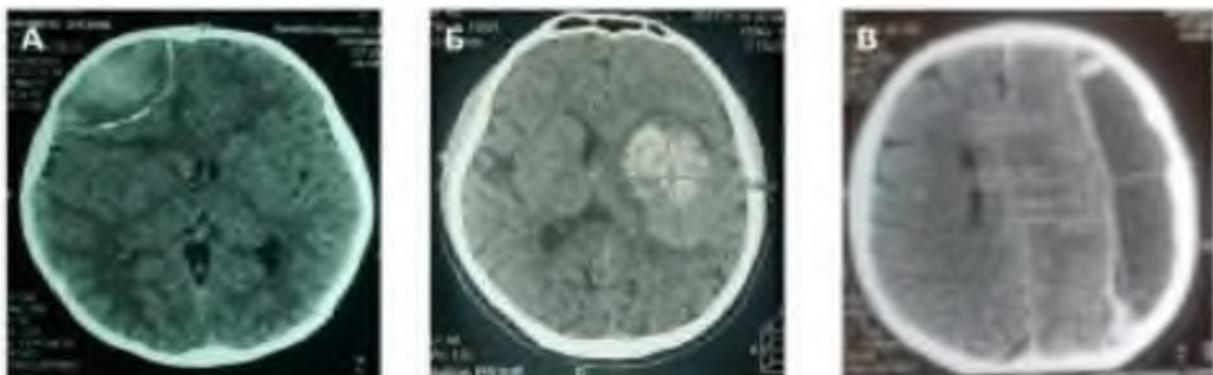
Компьютерная томография в аксиальных срезах при всех формах ХВЧГ
